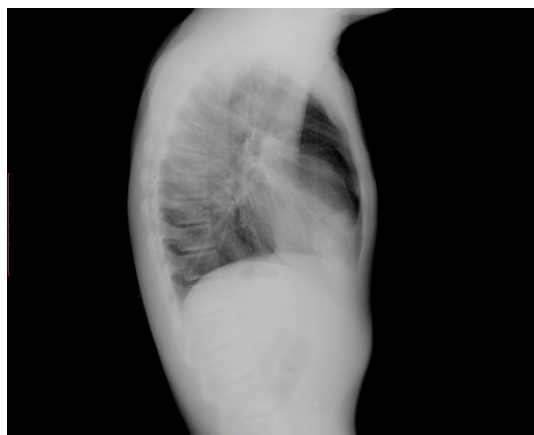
Radiografía de tórax lateral
